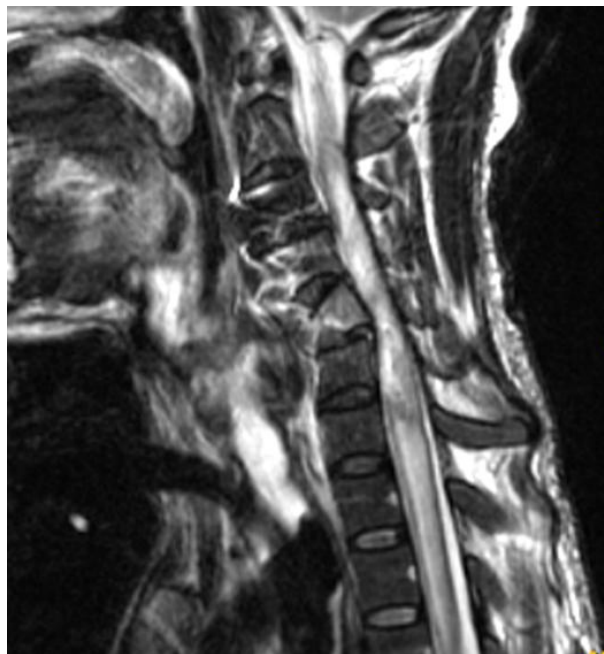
RMN de columna cervical donde se observa importante mielopatía desde la unión bulbomedular hasta D5-D6.
